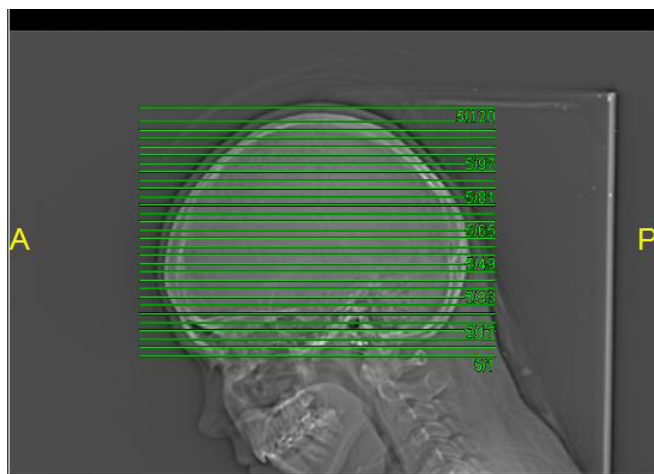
Topograma de tomografía cerebral en vista lateral
